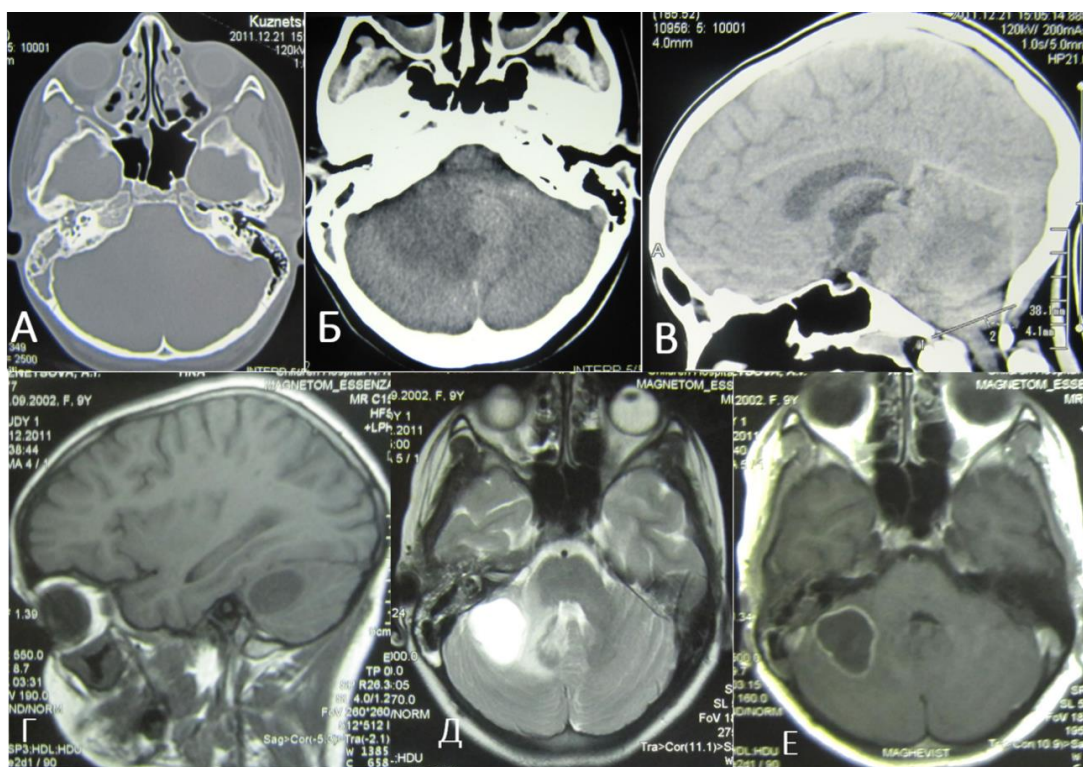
КТ височных костей, околоносовых пазух в аксиальной проекции (А), головного мозга без контраста в аксиальной проекции (Б), сагиттальной проекции (В), МРТ головного мозга без контрастирования (Г, Д) и с контрастом (Е) пациентки К., 15 лет. Диагноз: острый правосторонний гнойный средний отит, мастоидит, полисинусит, отогенный абсцесс правой гемисферы мозжечка. На КТ определяются деструкция ячеек правой височной кости с наличием жидкостного содержимого, затенение клеток решетчатого лабиринта с обеих сторон (А). На КТ (Б, В) в правой гемисфере мозжечка определяется обширная гипоинтенсивная зона (13–19 ед. Н), при МРТ-исследовании определяется округлое образование с четкими контурами, изогипоинтенсивное в T1 ВИ (Г), гиперинтенсивное в T2 ВИ (Д), на постконтрастных томограммах четко определяется капсула, накапливающая контрастное вещество (Е)
